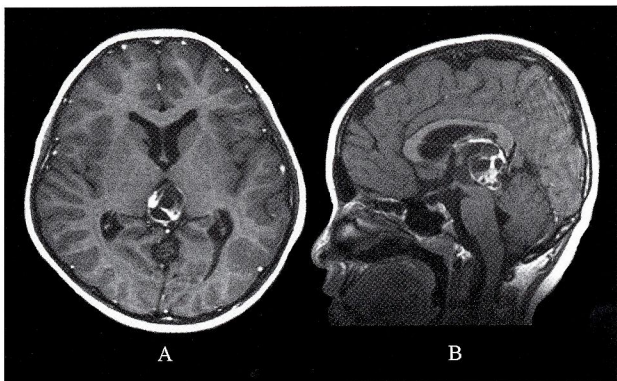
Preoperative contrast-enhanced MRI scans showing a heterogeneously enhanced tumor in the pineal region.
